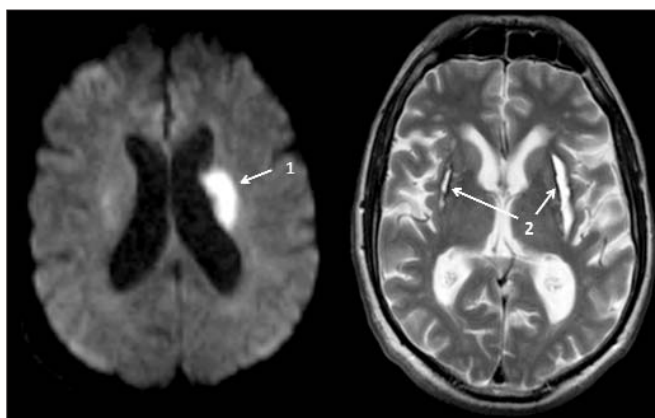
Диффузионно-взвешенная МРТ (слева) и МРТ в режиме T2 (справа). Стрелками показаны острый инфаркт в левом полушарии большого мозга (1), постгеморрагические изменения в обоих полушариях большого мозга (2)
